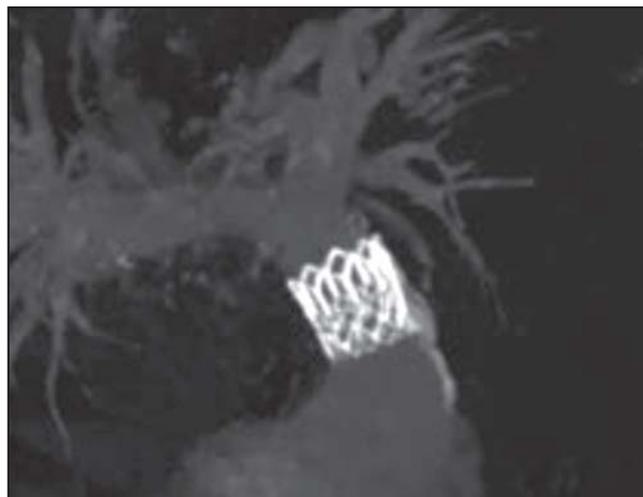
Компьютерная томограмма выходного отдела правого желудочка и ствола легочной артерии после имплантации протеза «МедЛаб-КТ».
